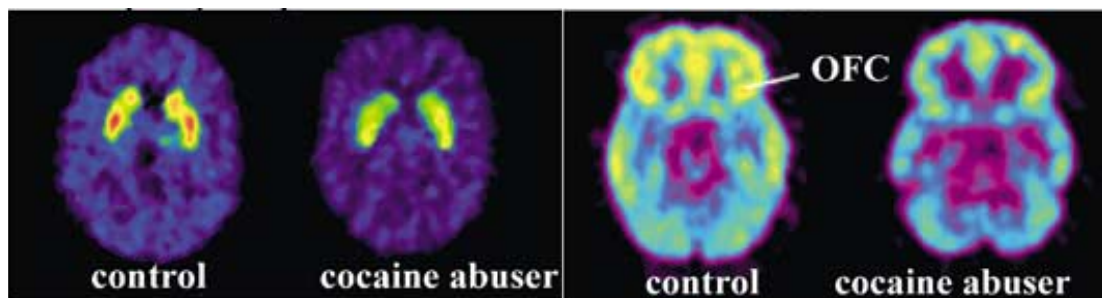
Imagem obtida com raclopride [^{11}C] para medir a disponibilidade de receptores DA D2 e com FDG (um radiotraçador para medir o metabolismo cerebral) em um controle e abusador crônico de cocaína em abstinência mostrando a redução dos receptores DA D2 no estriado e na atividade do córtex orbitofrontal (retirado de (Volkow et al., 2007)).
